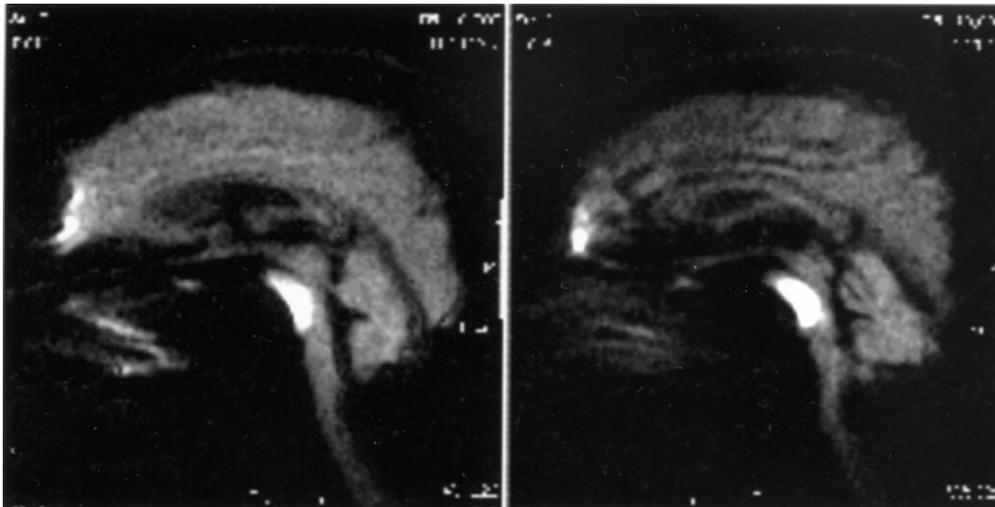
腦部磁振造影(sagittal view of T2-weighted images)顯示橋腦有高度訊號的病灶區(2003.8)
